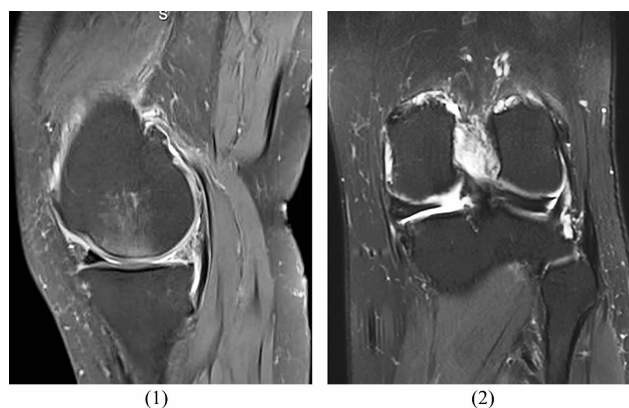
内侧半月板后跟撕裂的“幽灵征”和“裂隙征”或“截断征”MRI
